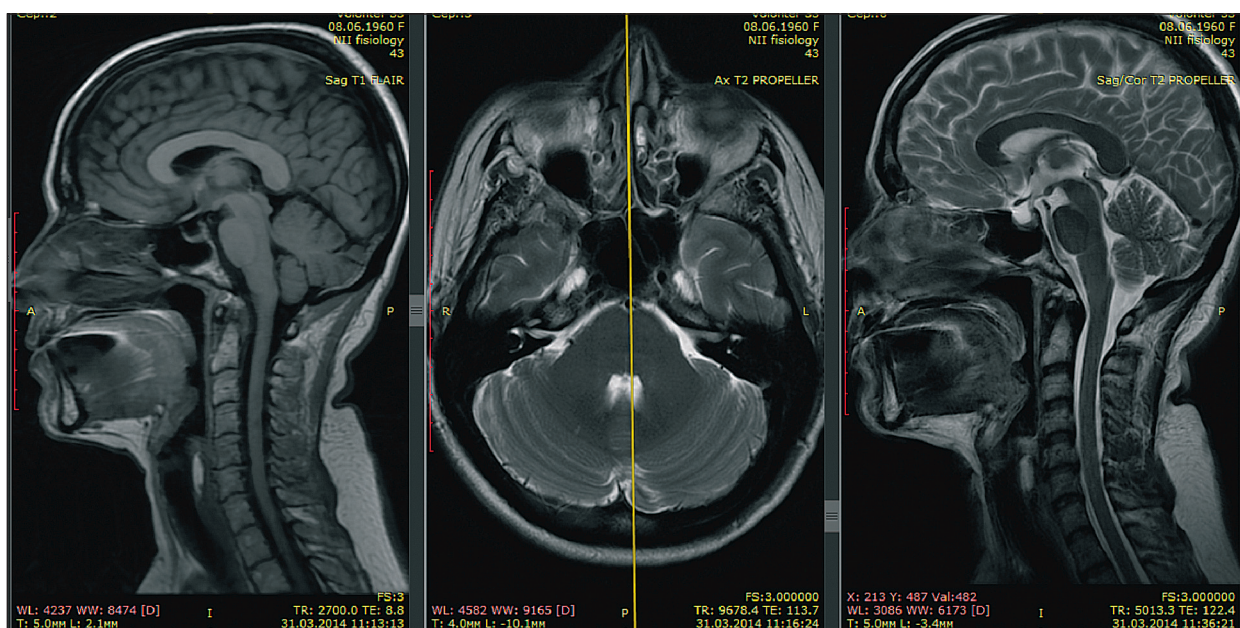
Субблок на уровне мозжечково-мозговой цистерны: синдром «тесной ЗЧЯ», грыжа (киста) ОХЦ, расширенные зоны ликворолимфатических контактов (карманов Меккеля) – наиболее типичные МРТ-биомаркеры ВЧГ
